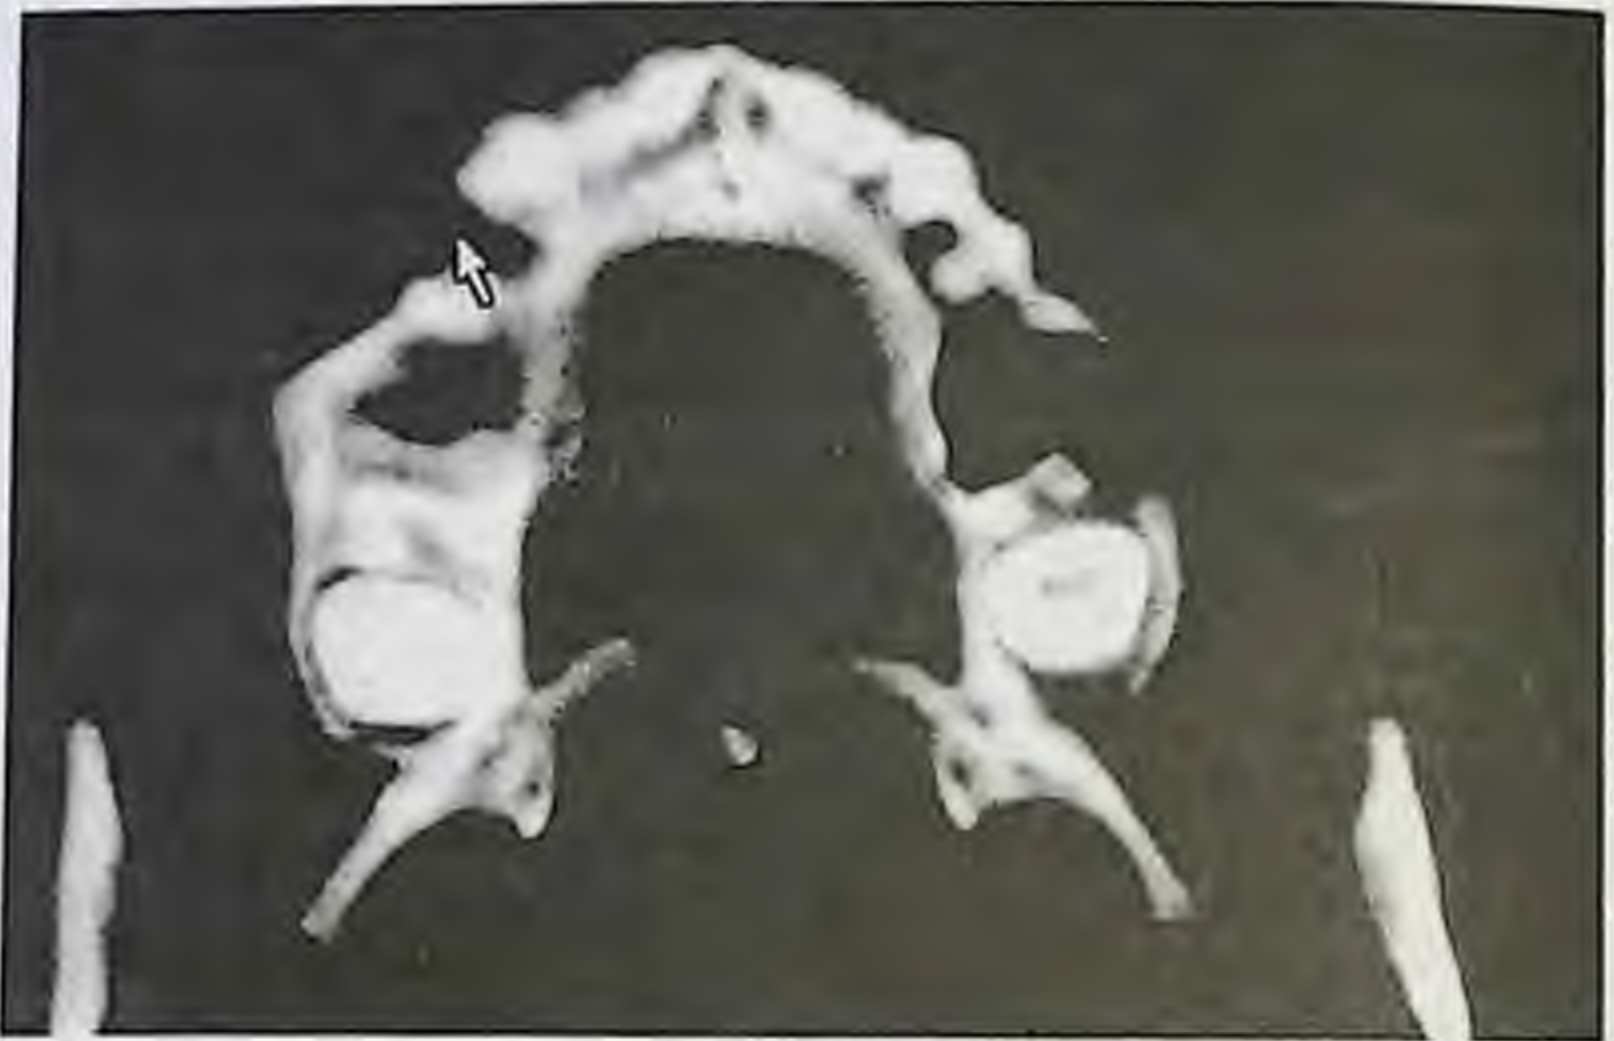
СКТ-грамма больного острым одонтогенным остеомиелитом верхней челюсти справа (стрелкой показан участок костной деструкции основания наружной стенки лунки).
